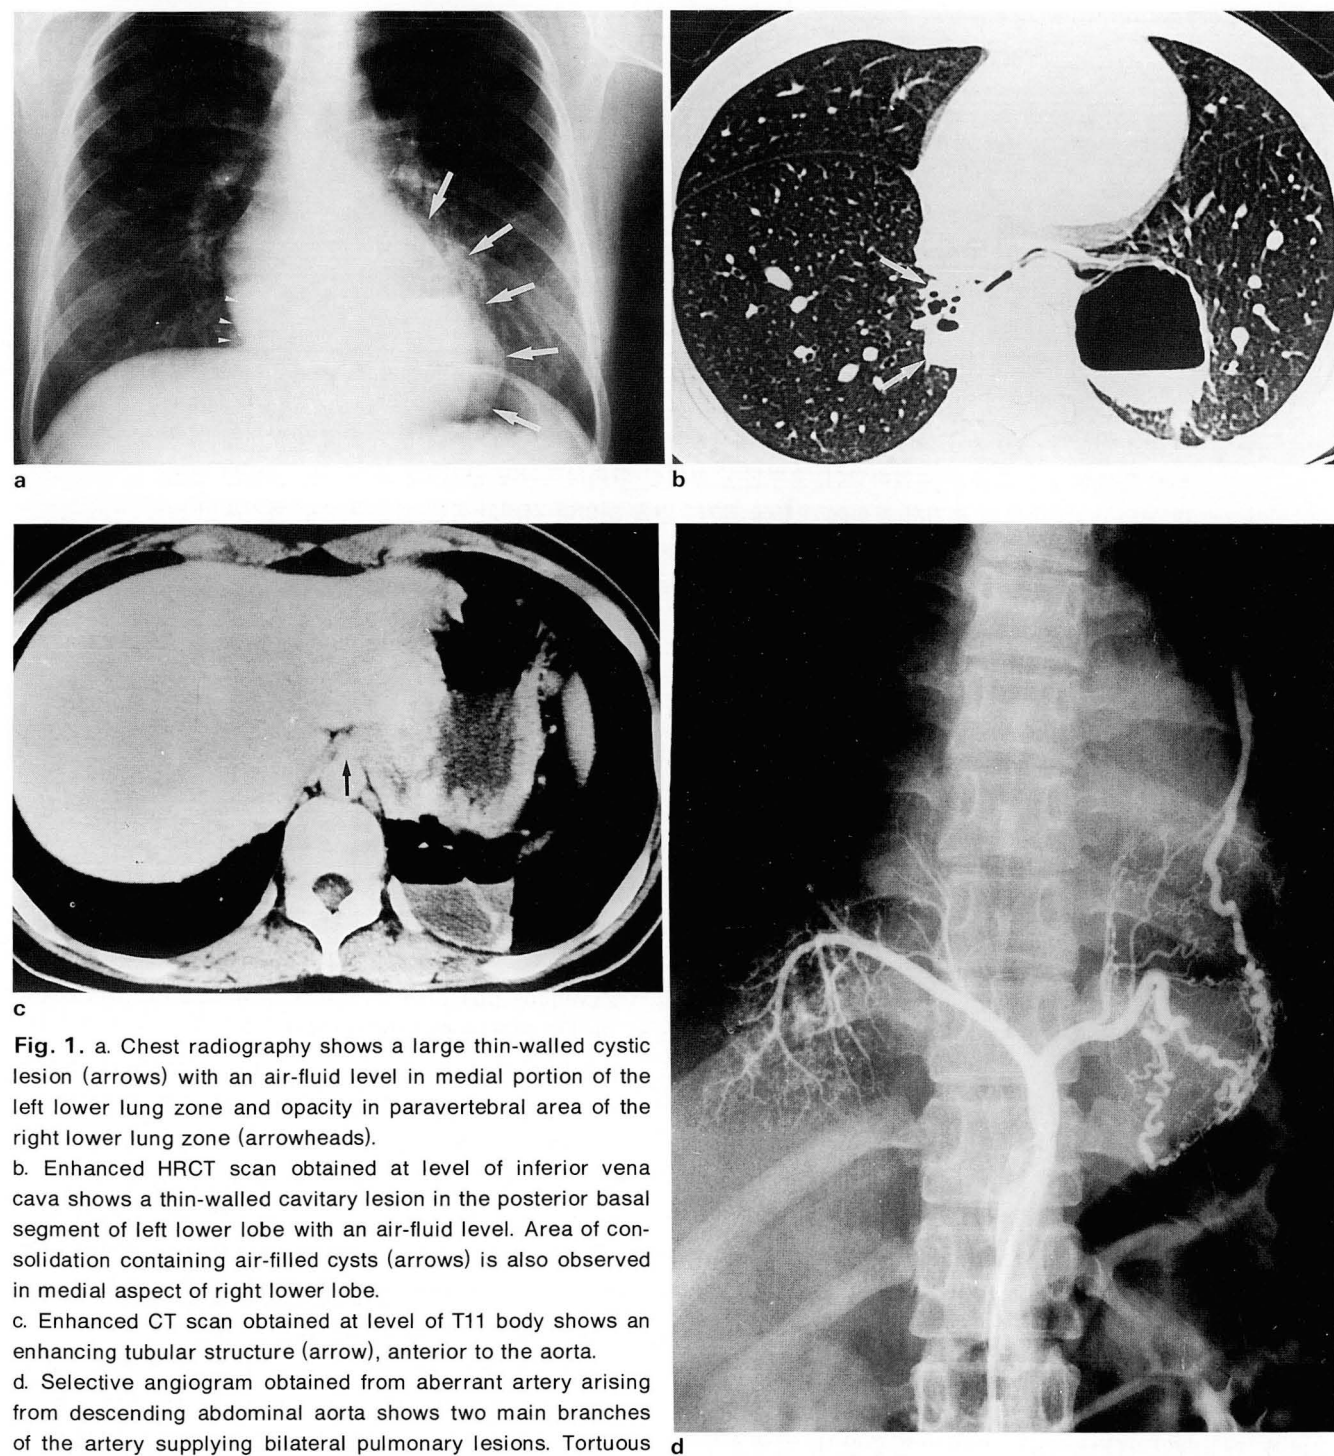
a. Chest radiography shows a large thin-walled cystic lesion (arrows) with an air-fluid level in medial portion of the left lower lung zone and opacity in paravertebral area of the right lower lung zone (arrowheads).
